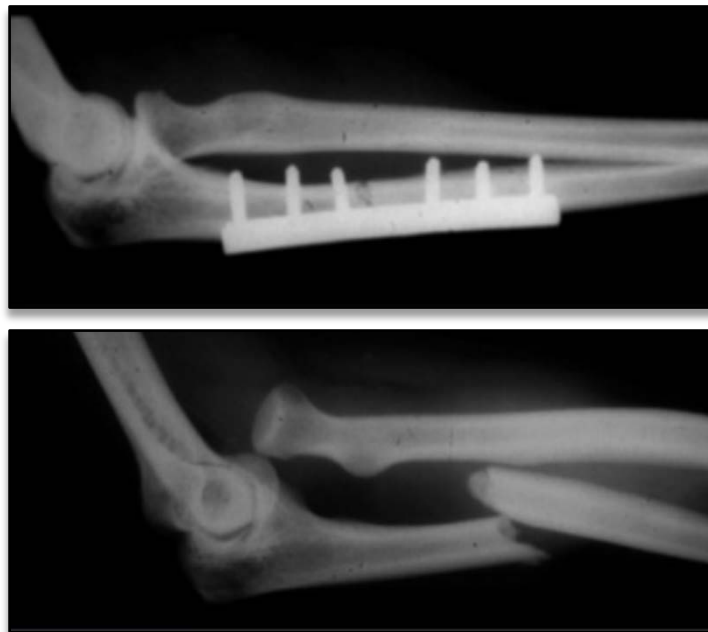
Radiographie de l'avant-bras de profil de contrôle après mise en place d'une plaque et réduction spontanée de la tête radiale.
